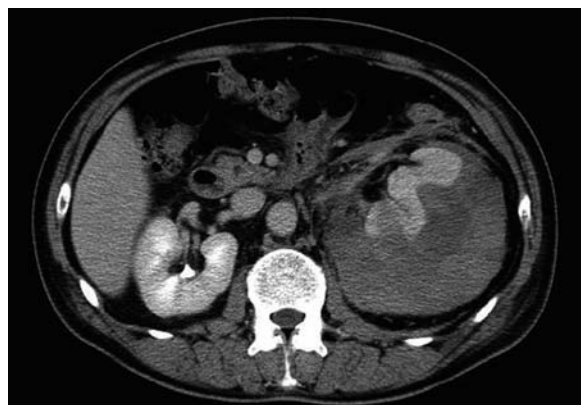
CT shows a perirenal hematoma of the left kidney.
